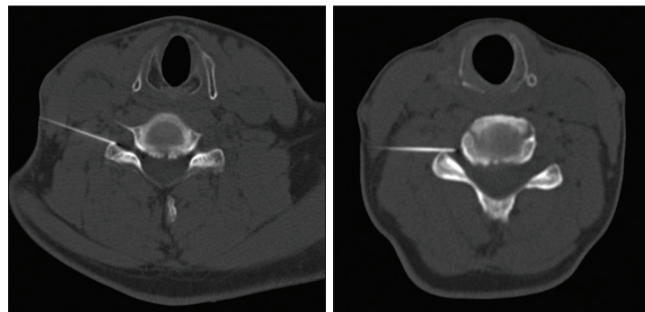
Фотоотпечатки с компьютерных томограмм шейного отдела позвоночника больной. Основные этапы трансфораминальной эпидуральной блокады C6-7
